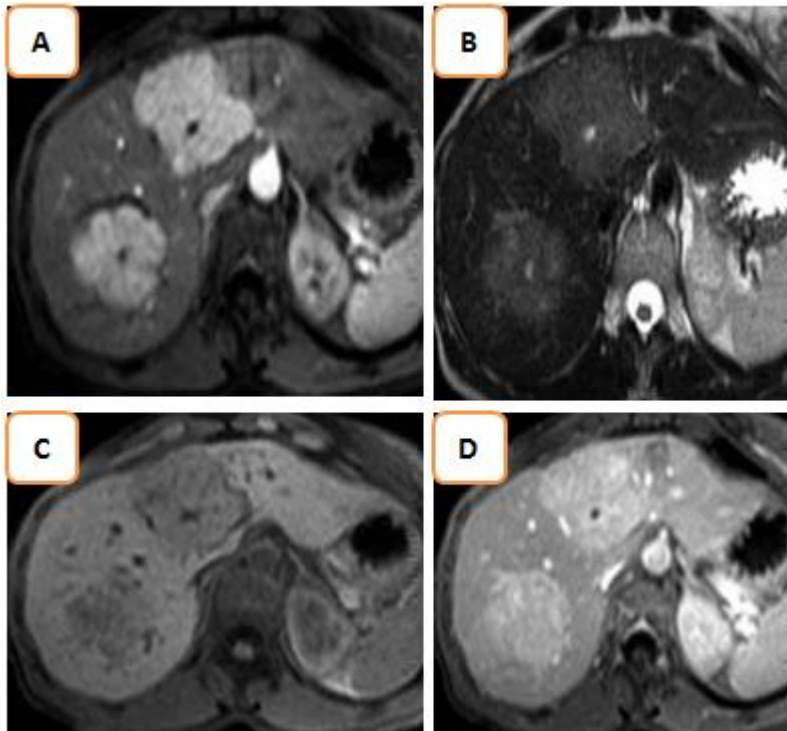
Hyperplasie Nodulaire Focale Typique en IRM.
